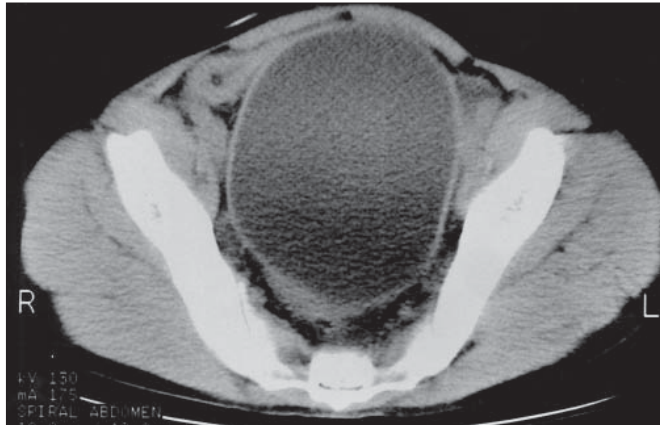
Non-contrast CT image of huge pelvic hydatid cyst.
